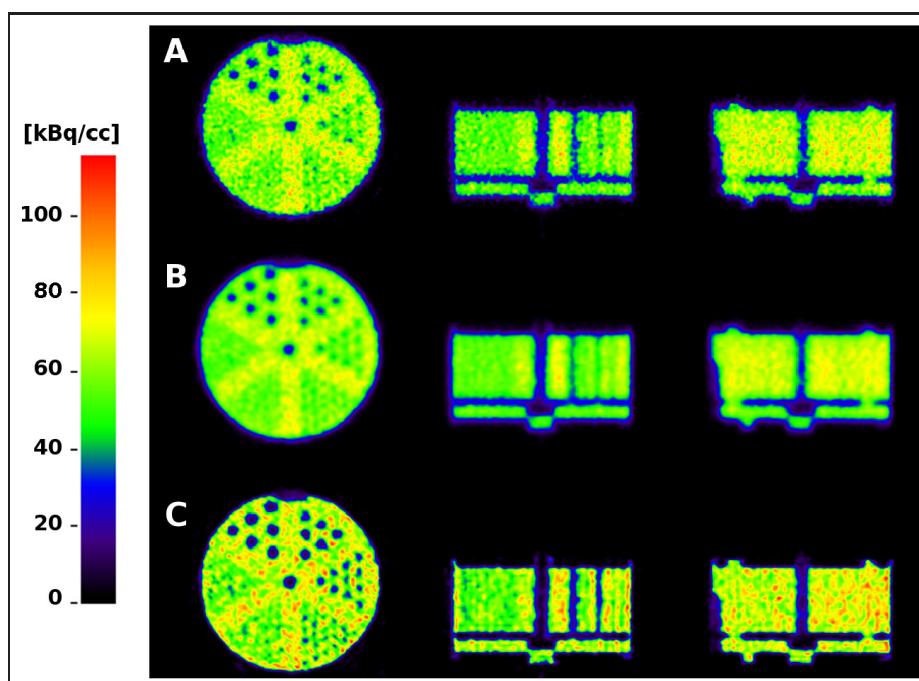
17 – *Reconstruction du fantôme de résolution avec inserts froids avec A : OP-OSEM (12 itérations de 16 sous-ensembles) et C : RM-OP-OSEM (40 itérations de 16 sous-ensembles). L'effet d'un post-lissage gaussien de LMH 2mm après reconstruction avec OP-OSEM est aussi illustré (B).*
